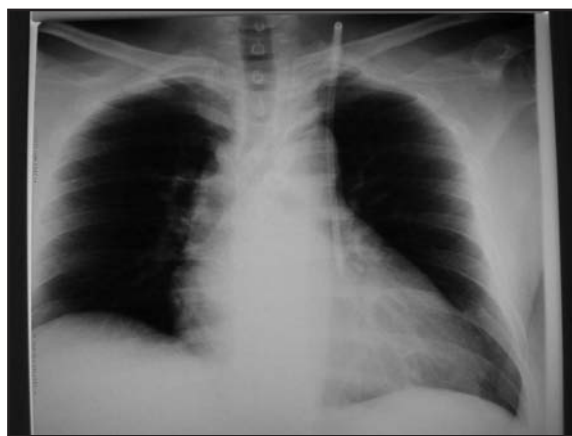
Caso 1, radiografía PA de tórax posinserción del catéter yugular izquierdo.
